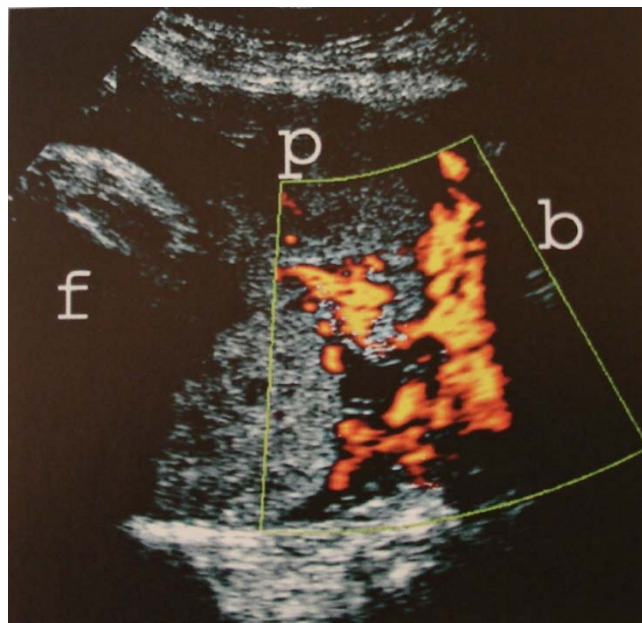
Doppler colorido em caso de placenta percreta
